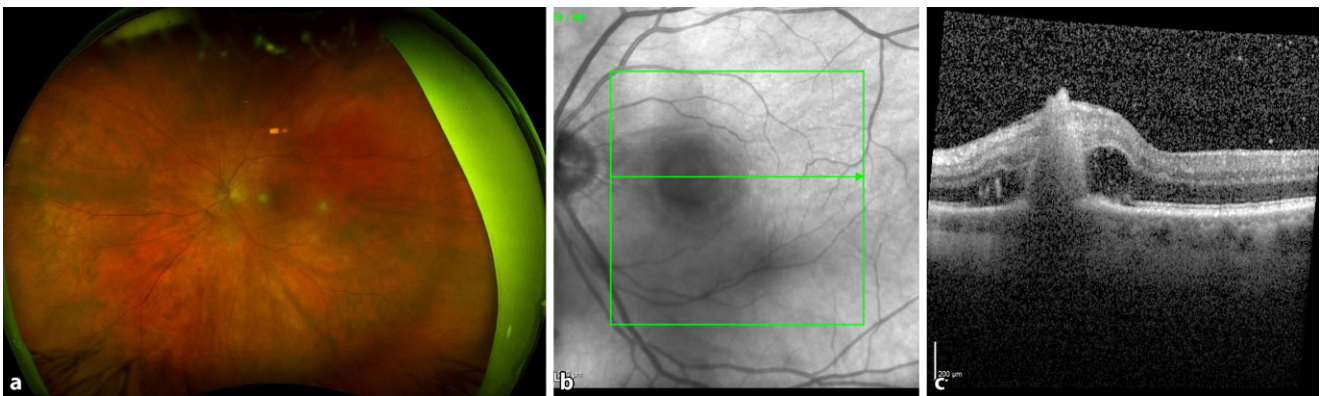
▲ Beispielpatient 2, präoperativer Befund klinisch (a) und in der optischen Kohärenztomographie (OCT) (b, c)
